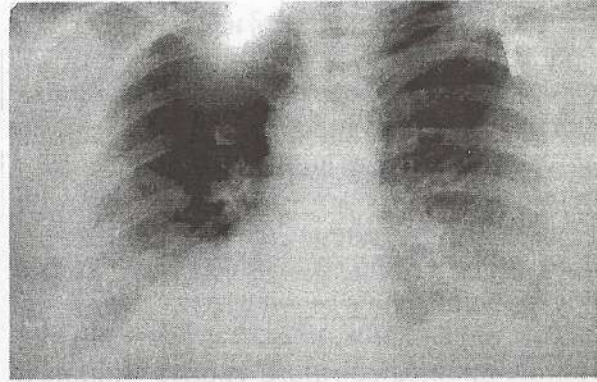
Рентгенограмма больной П., 12-й день болезни. (09.12.09.)
